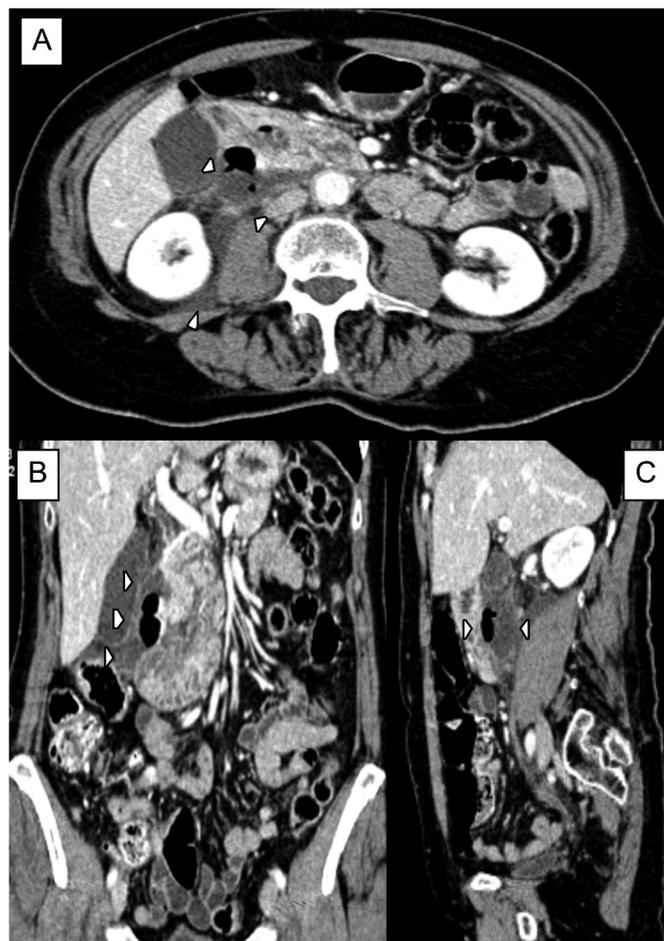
Imágenes (A-axial, B-coronal, C-sagital) de Tomografía Computerizada que muestran una colección hidroaérea retroduodenal que desplaza anteriormente el duodeno y se extiende hacia el psoas
